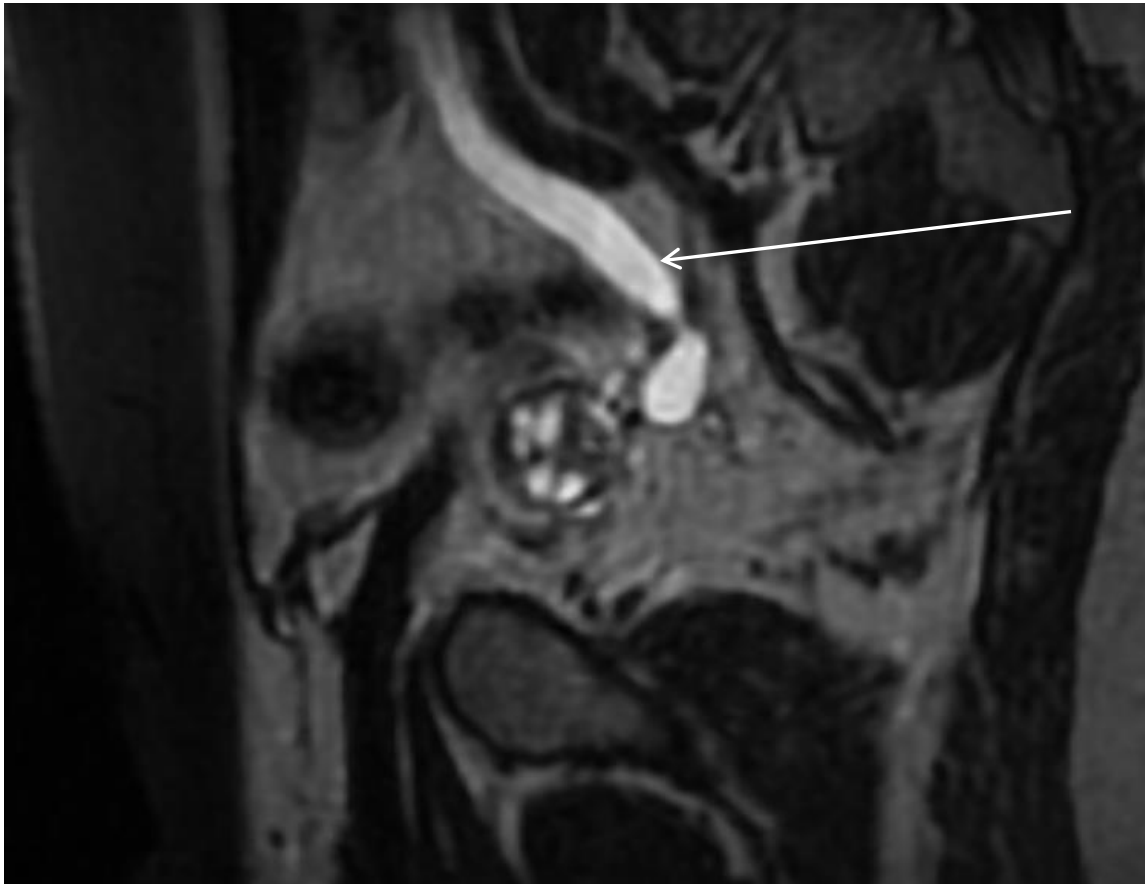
IRM en reconstruction sagittale T2FS : dilatation urétérale (flèche blanche) en amont de la lésion.
